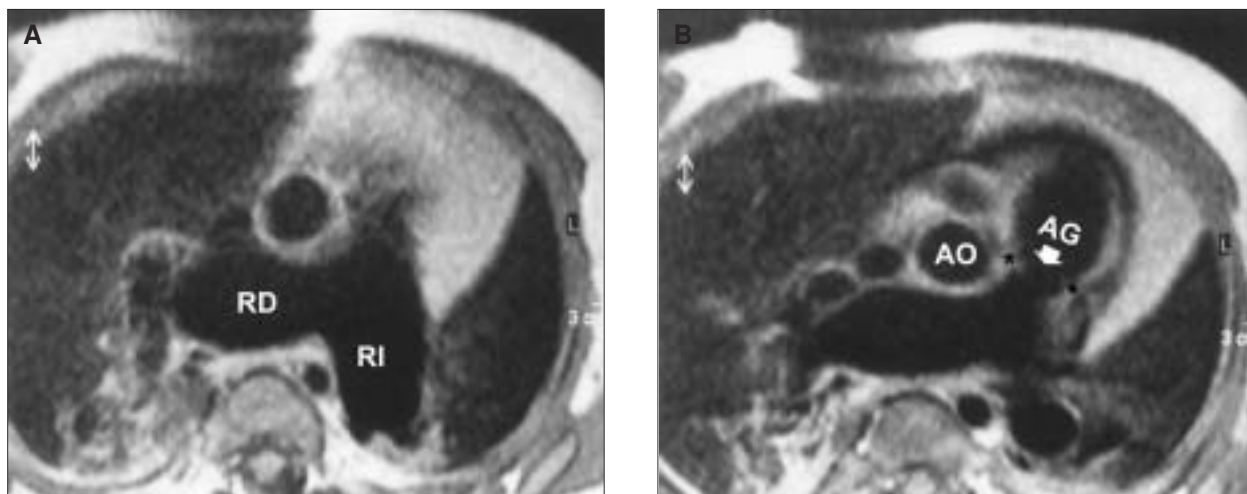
A) Resonancia magnética. Proyección axial. Ramas pulmonares aneurismáticas que comprimen las vías respiratorias. RD: rama derecha; RI: rama izquierda. B) Resonancia magnética. Proyección axial: Anillo válvula pulmonar pequeño con ausencia de válvula. Asterisco negro: zona de válvula. Flecha blanca y AG: agenesia valvular. Ao: aorta ascendente.
